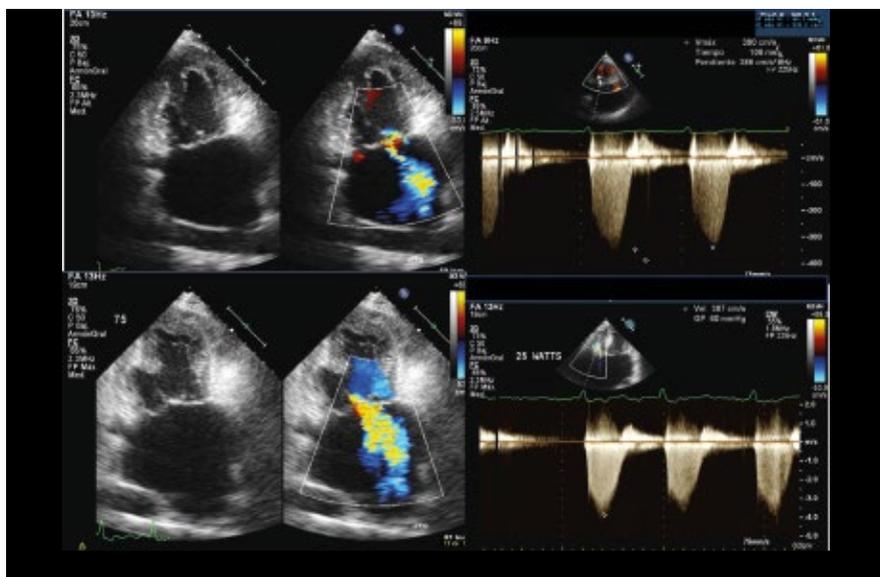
Ecocardiograma de paciente con insuficiencia mitral moderada en reposo con hipertensión pulmonar leve (A,B), con esfuerzo en cicloergometro desarrollo de insuficiencia mitral severa e hipertensión pulmonar severa de 65 mmHg(C,D).
